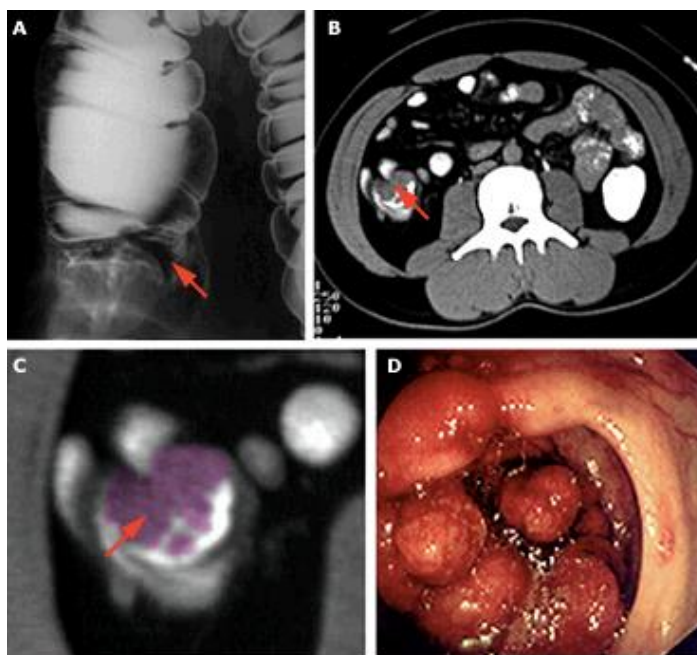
Estas imágenes son de un hombre de 38 años de edad, que se encontró con sangre en heces. Su padre y dos tíos murieron de cáncer de colon antes de los cincuenta años. Panel A: El estudio inicial fue un enema de bario (aunque una colonoscopia es más comúnmente utilizada como el estudio diagnóstico inicial para las heces hemáticas positivas). El enema de bario revela un defecto de llenado en el ciego (flecha). Paneles B y C: Una TC del abdomen muestra una gran masa exofítica (coloreada en rosa en el panel C) que implica el ciego (flechas). Panel D: La colonoscopia revela que la lesión exofítica grande ocupa la mayor parte del ciego. El adenocarcinoma se confirmó mediante biopsia. A pesar del tamaño de la lesión, el tumor no se había diseminado más allá de la pared colónica.¹⁹
